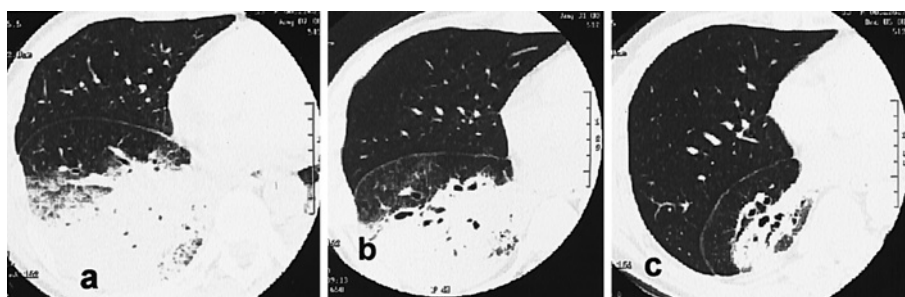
HRCT images at the level of the lower lung field of case 4. (a) At admission airspace consolidation is seen in the right lower lobe. The serum KL-6 level was 438 U/ml. (b) On the 16th hospital day airspace consolidation and mild loss of lung volume can be seen in the right lower lobe. The serum KL-6 level was 3,108 U/ml. (c) Four months later airspace consolidation with traction bronchiectasis and marked loss of lung volume in the right lower lobe are seen. The serum KL-6 level was 1,931 U/ml.
